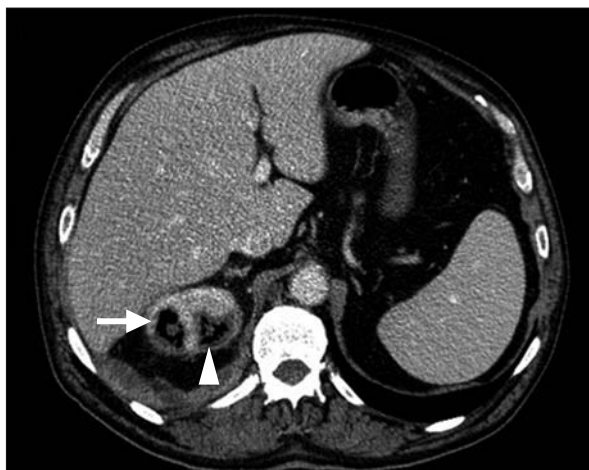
Tomografía computarizada en polo superior derecho.
